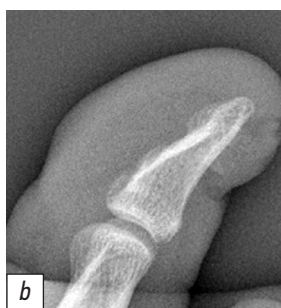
Компьютерная томография пальцев пациента с подногтевым экзостозом.
